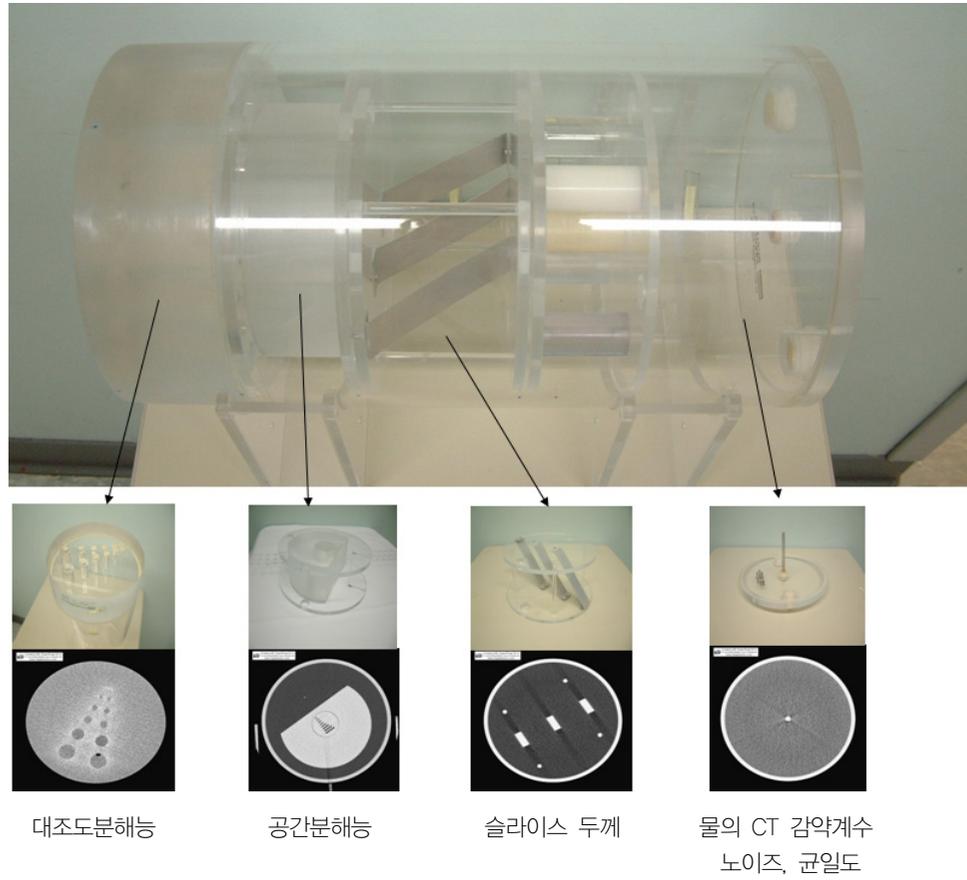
AAPM 전산화단층촬영장치 성능평가팬텀 76-410 표준팬텀
